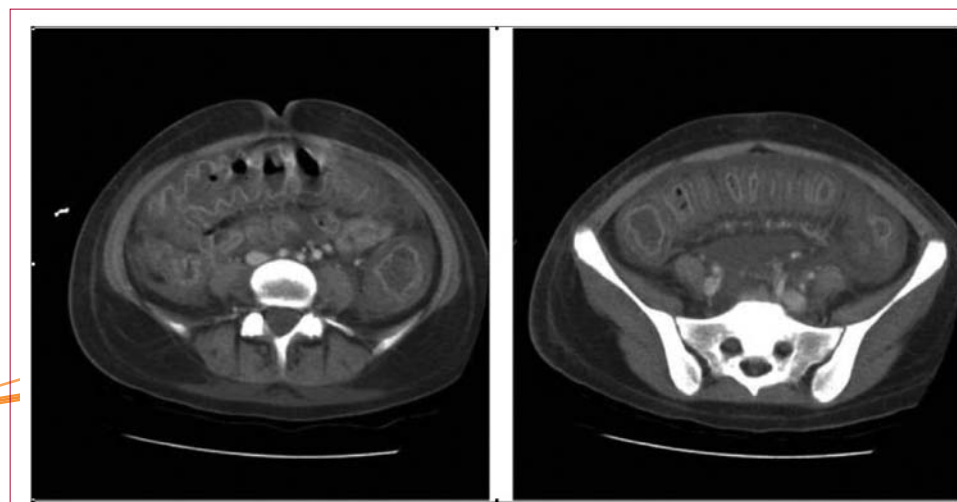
Компьютерная томограмма органов брюшной полости при псевдомембранозном колите, ассоциированном с *C. difficile* (Jaber et al., 2008)
